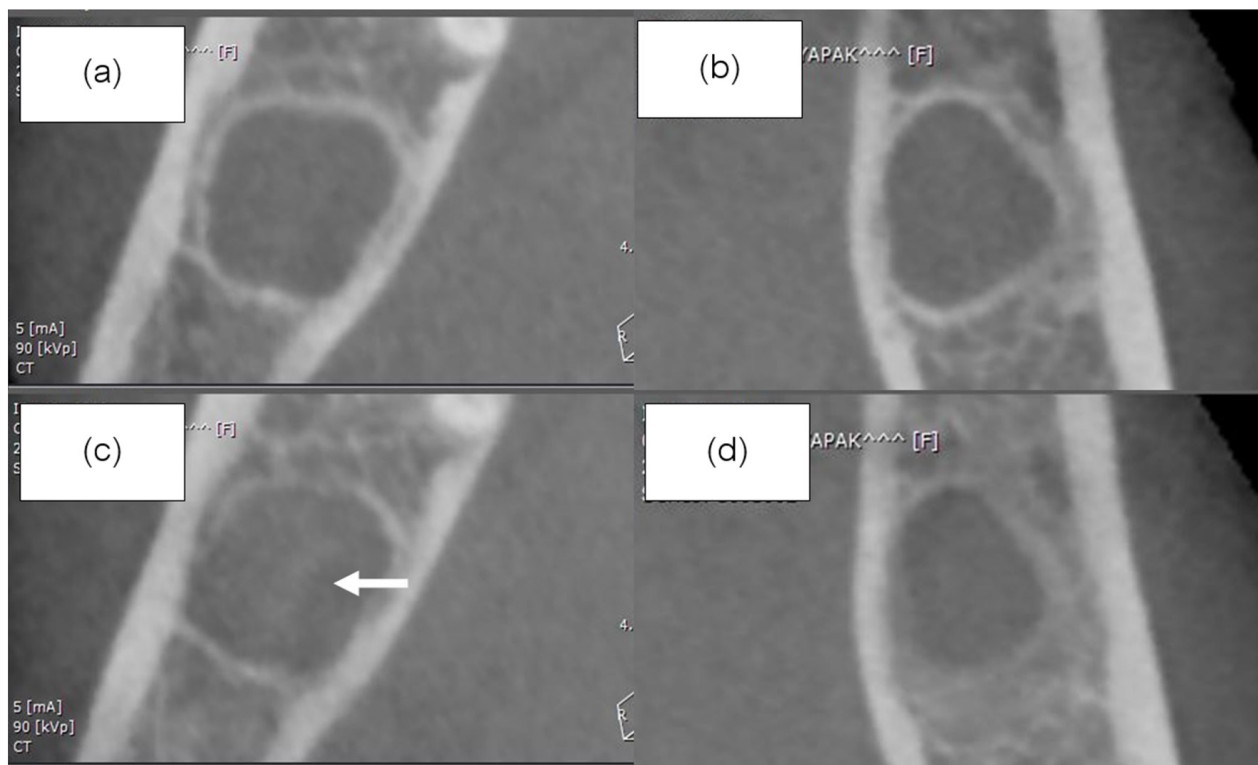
The upper row (a) and (b) showed radiographs at T1, left (a) was the DL-PCL side, right (b) was the control side. The lower row (c) and (d) showed radiographs at T2, left (c) showed relatively radiopaque area in the center of the socket (arrow), right (d) was the control side.
